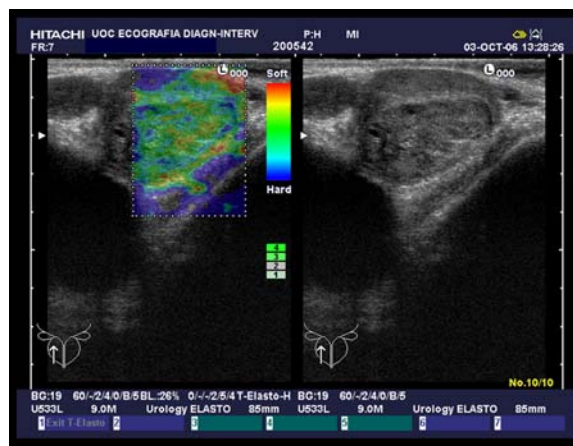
Tumore periferico rilevato dall'elastasonografia, con quadro B-Mode normale.
